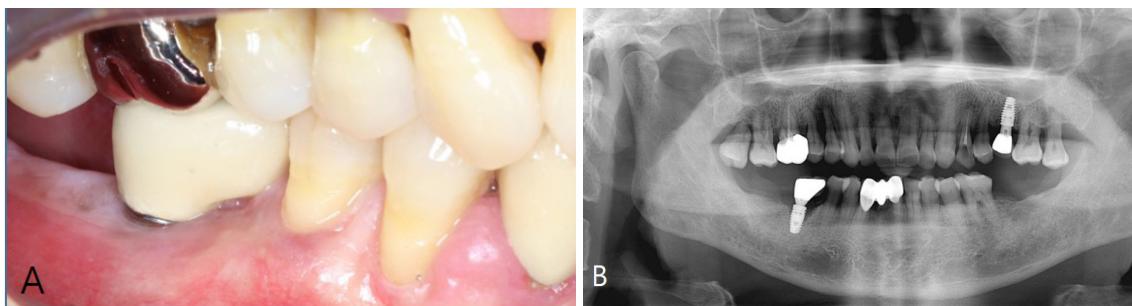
A. Clinical photograph of the #46 implant site prior to treatment. B. Panoramic radiograph reveals bone loss around the #46 implant.
